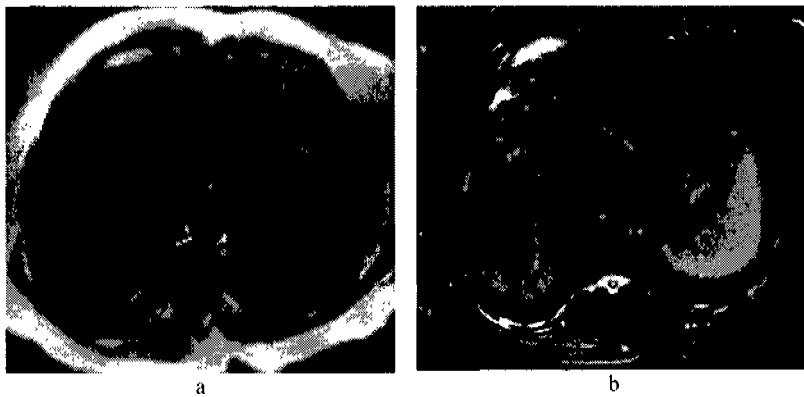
IRM T1 (a), y T2 (b). Mostrando sing ring en carcinoma hepatocelular moderadamente diferenciado.
